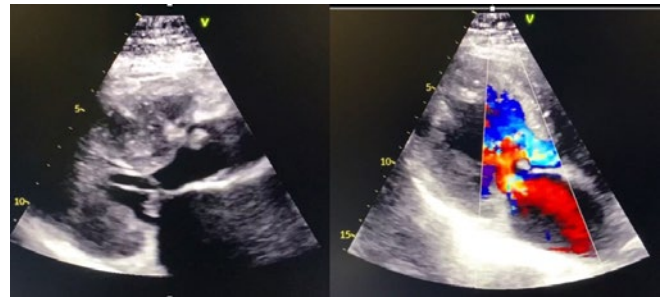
Ecocardiograma transtorácico evidenciando vegetaciones a la izquierda, e insuficiencias a la derecha.
